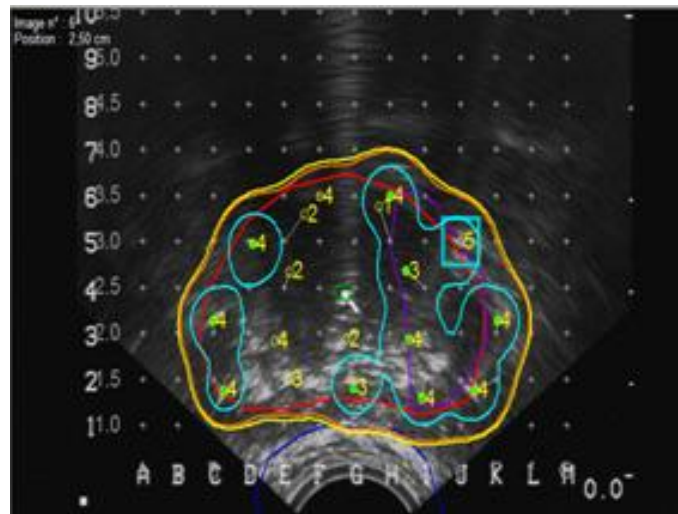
Coupes échographiques avec dosimétrie lors d'une curiethérapie prostatique (chiffres en jaune : sources d'iode 125).
